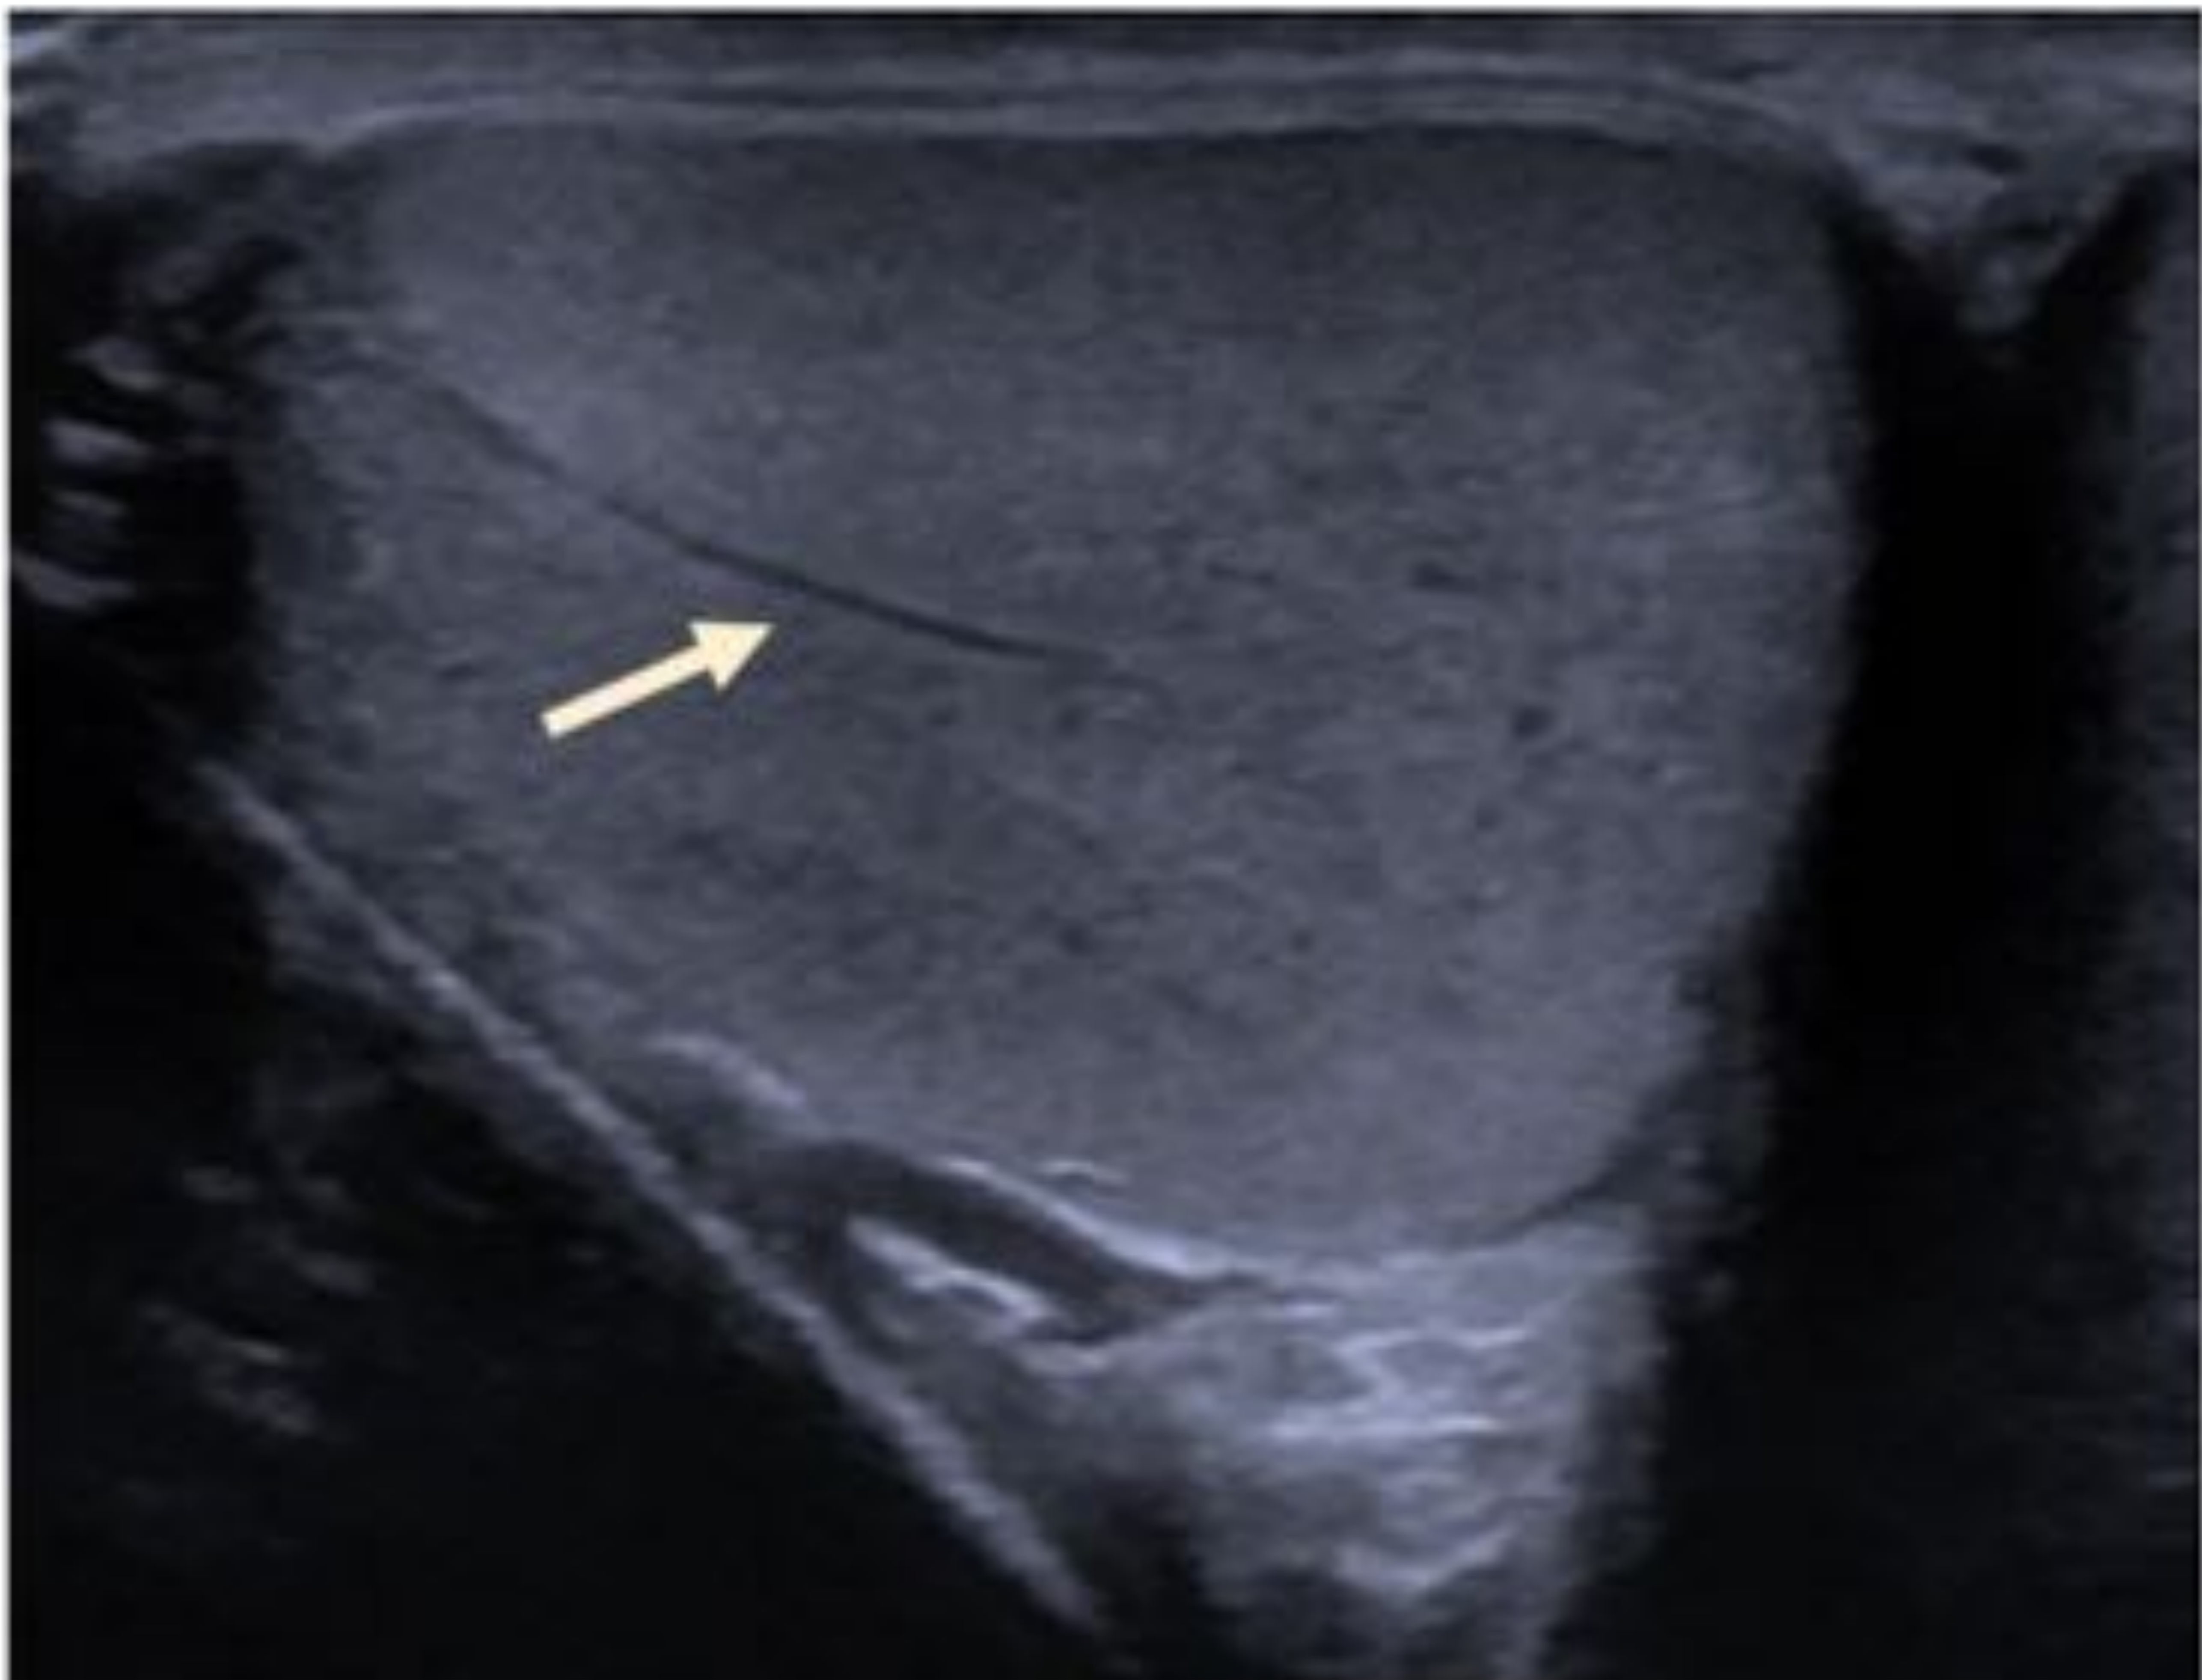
Línea hipoeecogénica que atraviesa el parénquima testicular compatible con arteria transmediastínica (flecha), confirmado con estudio Doppler.
